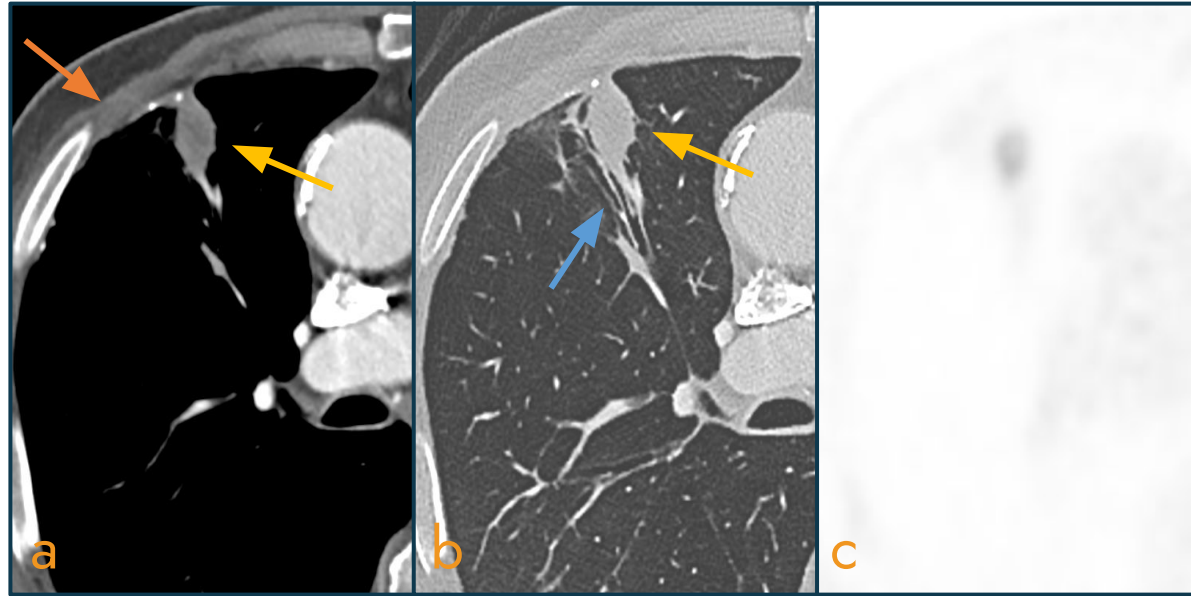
Corte axial a) ventana partes blandas; b) ventana pulmonar y c) PET-TC no fusionado. Se observan todas las características de una atelectasia redonda: opacidad redondeada periférica (flecha), engrosamiento pleural (flecha) y tracción de estructuras broncovasculares (flecha) con pérdida de volumen.
